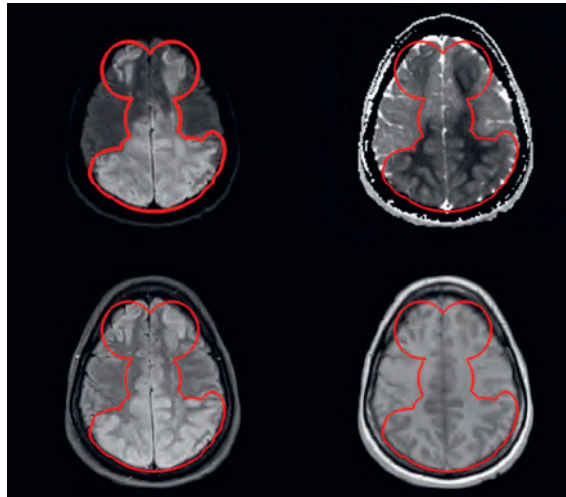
IRM de suivi du neurocrâne (d'en haut à gauche à en bas à droite: séquences «diffusion weighted imaging» (DWI), «apparent diffusion coefficient» (ADC), «fluid attenuated inversion recovery» (FLAIR) et T1), avec visualisation d'une volumineuse ischémie du parenchyme cérébral supra-tentorielle avec œdème cytotoxique et vasogénique le long de la convexité à proximité de la ligne médiane des deux côtés, dans la zone pariétale des deux côtés, et dans une grande partie de la zone occipitale. Distinction entre œdème vasogénique et cytotoxique au moyen des séquences pondérées en diffusion. En DWI b1000, aussi bien l'œdème vasogénique et l'œdème cytotoxique sont clairs par rapport au parenchyme cérébral. La distinction est réalisée au moyen de l'ADC: cytotoxique = sombre, vasogénique = clair.
